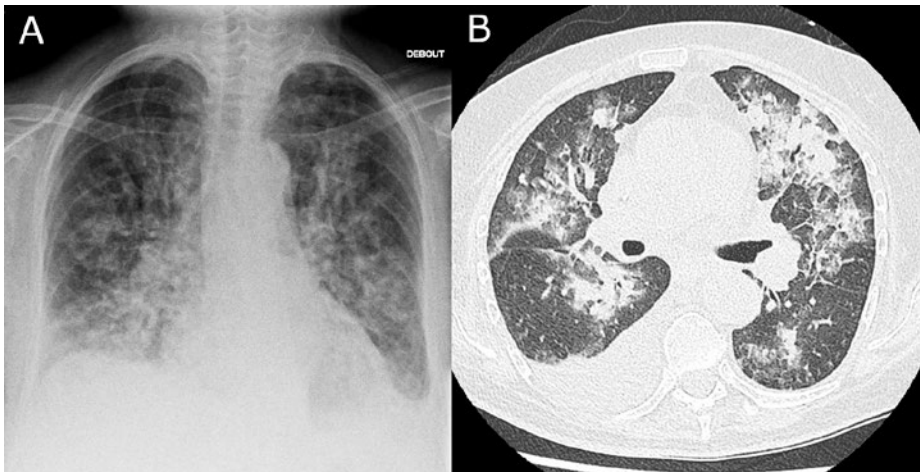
Radiographie thoracique de face (A) et tomographie par ordinateur (TDM) pulmonaire natif en coupe axiale (B): Signes de surcharge cardiaque avec épanchement pleural bilatéral; la TDM montre des condensations alvéolaires plurifocales avec verre dépoli périphérique réalisant par endroit un aspect en «crazy paving», le tout pouvant évoquer des lésions de vasculite et d'hémorragie alvéolaire.
